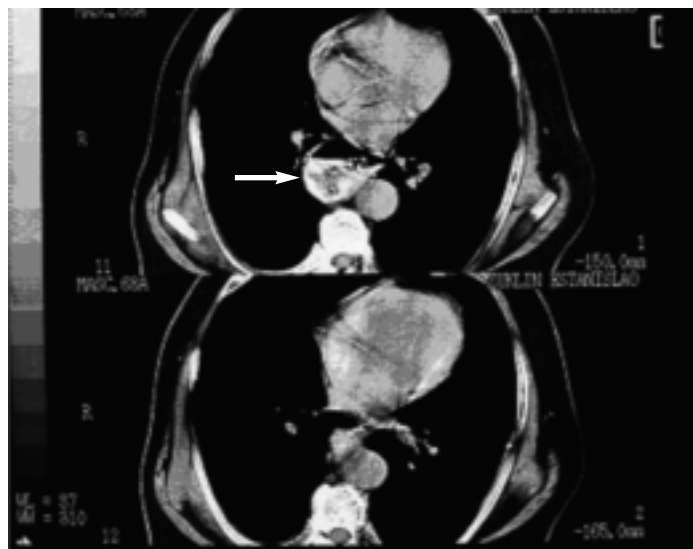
Tomografía computada. Imagen de divertículo esofágico.
